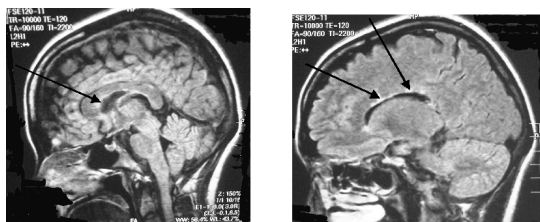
MRI finding: Case 4. Female, 32 y.o.
